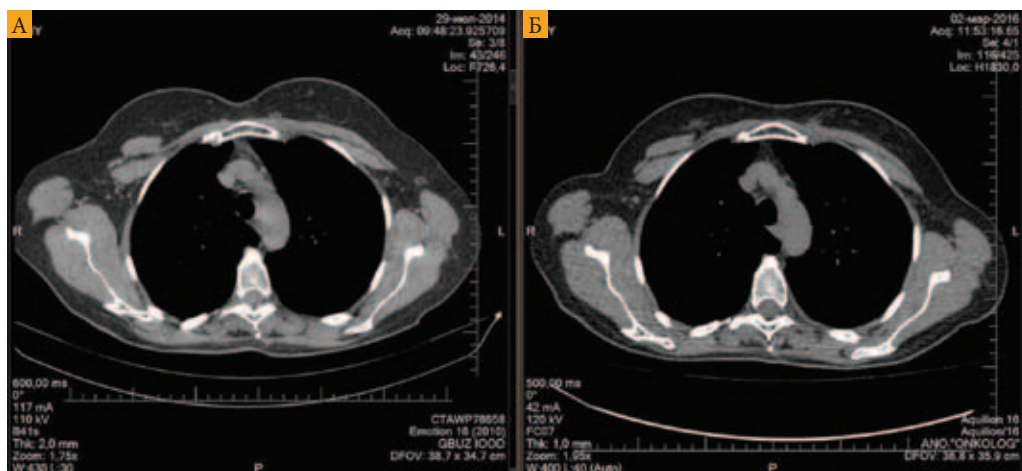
Результаты КТ – динамика по медиастинальным лимфоузлам (А – июль 2014 г., Б – март 2016 г.)
